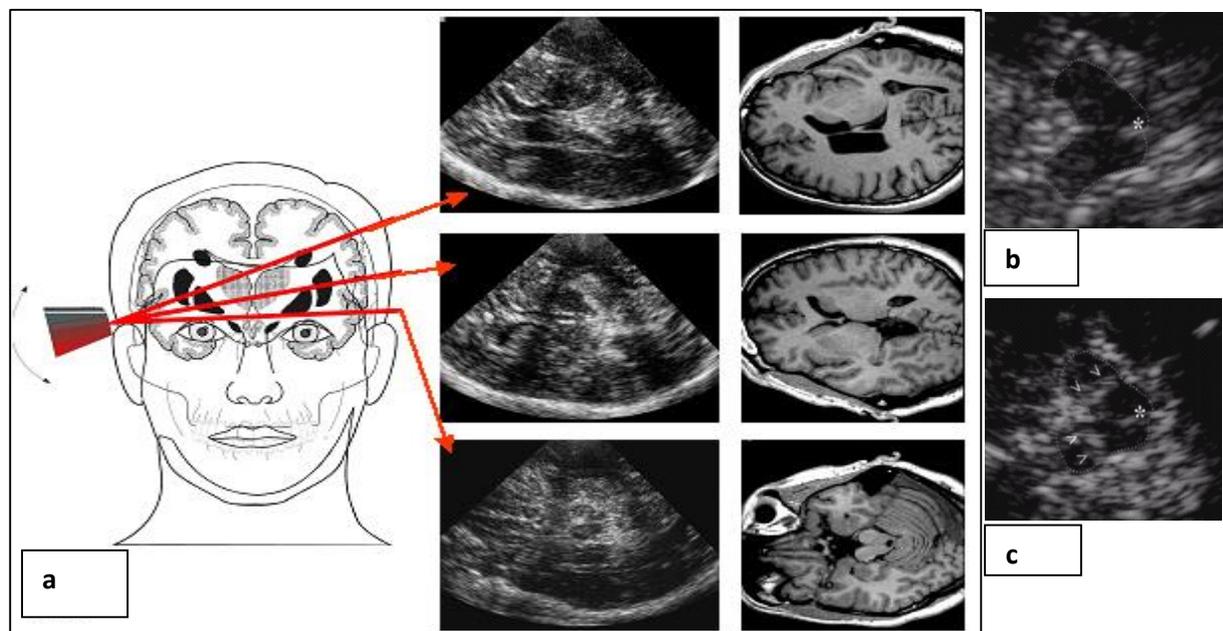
a. Darstellung der Durchführung des transkranialen Ultraschall. Zur räumlichen Orientierung die entsprechende Schnittebene in der Magnetresonanztomographie Bildgebung. b. Darstellung einer normalen Substantia Nigra im transkranialen Ultraschall. Die Fläche ist markiert. c. Darstellung der Substantia Nigra eines PD Patienten. Es fallen helle „echoreiche“, d.h. hyperechogene, Bereiche in beiden Hirnschenkeln auf (mit Pfeilen markiert). Dies wird als Hyperechogenität bezeichnet.
